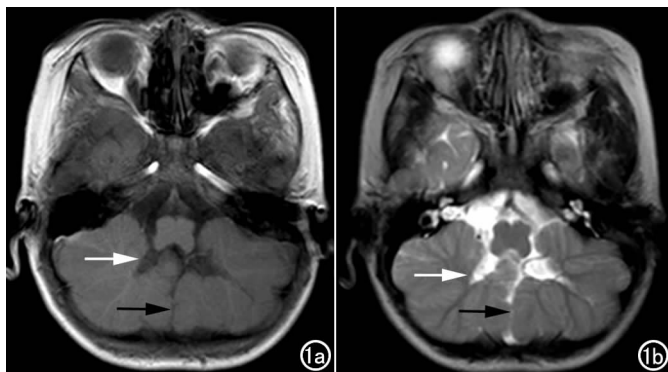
横轴面 MRI 示小脑蚓部缺如, 两侧小脑半球间可见“中线裂征”(黑箭), 第四脑室扩大, 呈“蝙蝠翼征”(白箭)。a) T₁WI; b) T₂WI。
